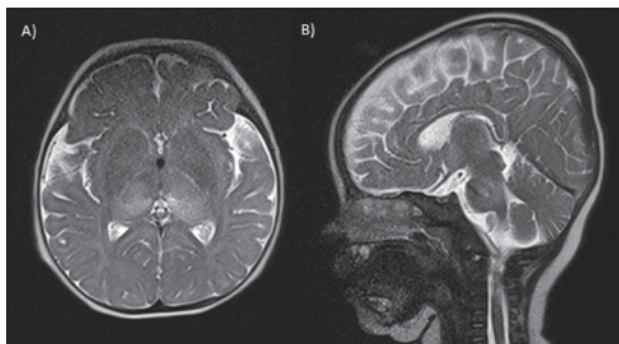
RM cerebral en T2 (1r dia hospitalització). A) Hiperintensitat a nivell de porció dorsal de tots dos nuclis talàmics, ganglis basals de predomini esquerre i substància blanca de càpsules internes, càpsula externa esquerra i substància blanca subcortical insular. B) Afectació de protuberància i mesencèfal de predomini posterior. Hipersenyal de porció mitjana de medul·la espinal cervical.
